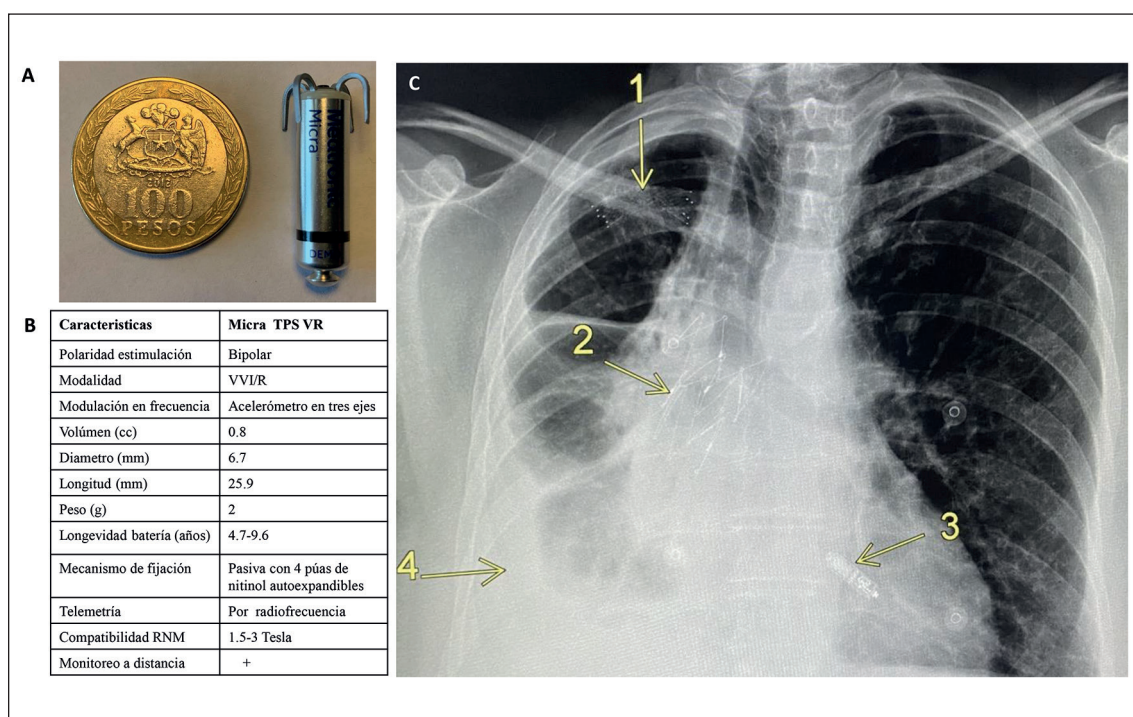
A: Imagen Micra TPS VR en comparación con moneda de 100 pesos. Modificado de referencias 1,11. B: Características Micra. Modificado de referencia 2. C: Radiografía de tórax anteroposterior muestra prótesis venosa subclavia derecha ocluida (flecha 1), prótesis en bronquio intermediario derecho (flecha 2), Micra (flecha 3) y derrame pleural derecho (flecha 4).
